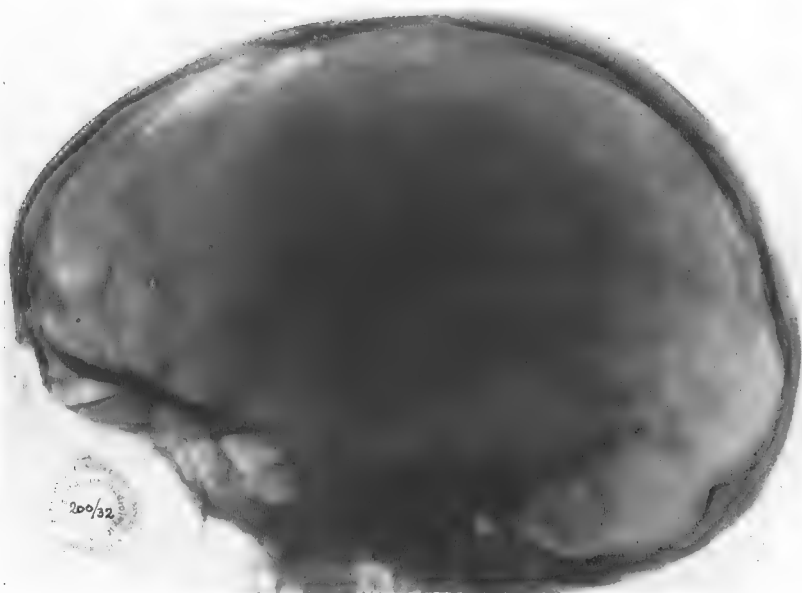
Obs. n° 200/32. Sur la radiographie latérale, du même cas de la fig. 2, la calcification a l'aspect d'un triangle situé dans la région frontale.
